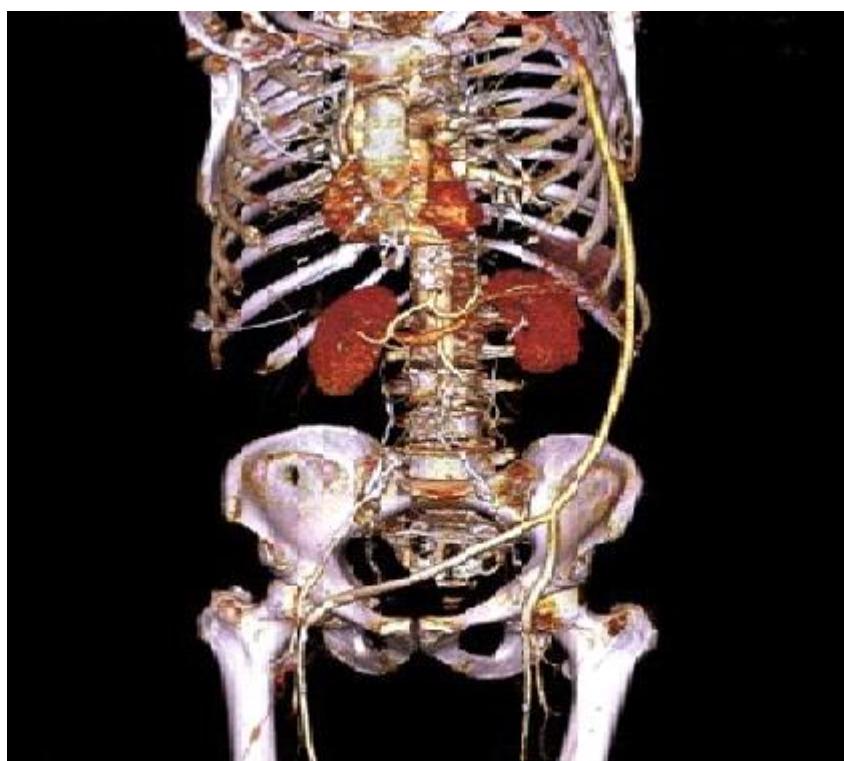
Angio TC posoperatoria: bypass axilofemoral izquierdo, con rama adicional hacia la arteria femoral derecha.
